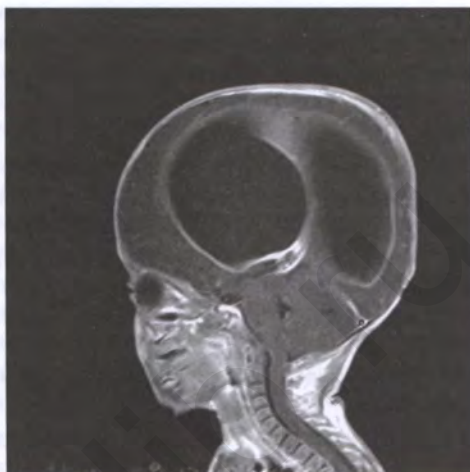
МРТ. Вентрикулит. Врожденная ВПГ-инфекция
